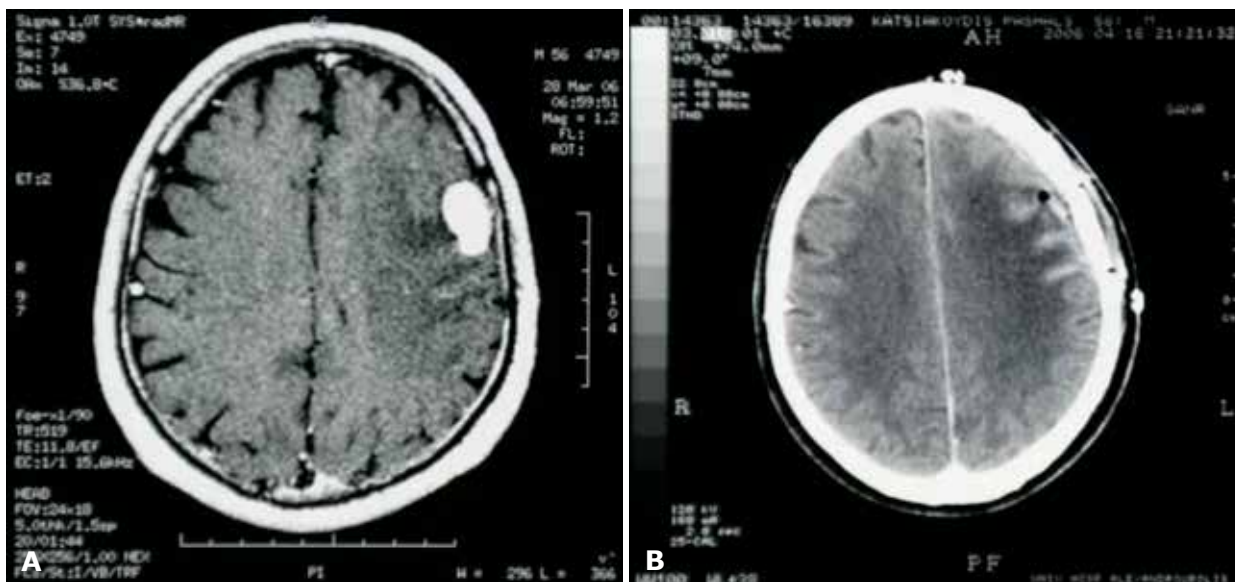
Results. A - Preoperative CT showing the lesion; B - Postoperative CT showing its resection.
